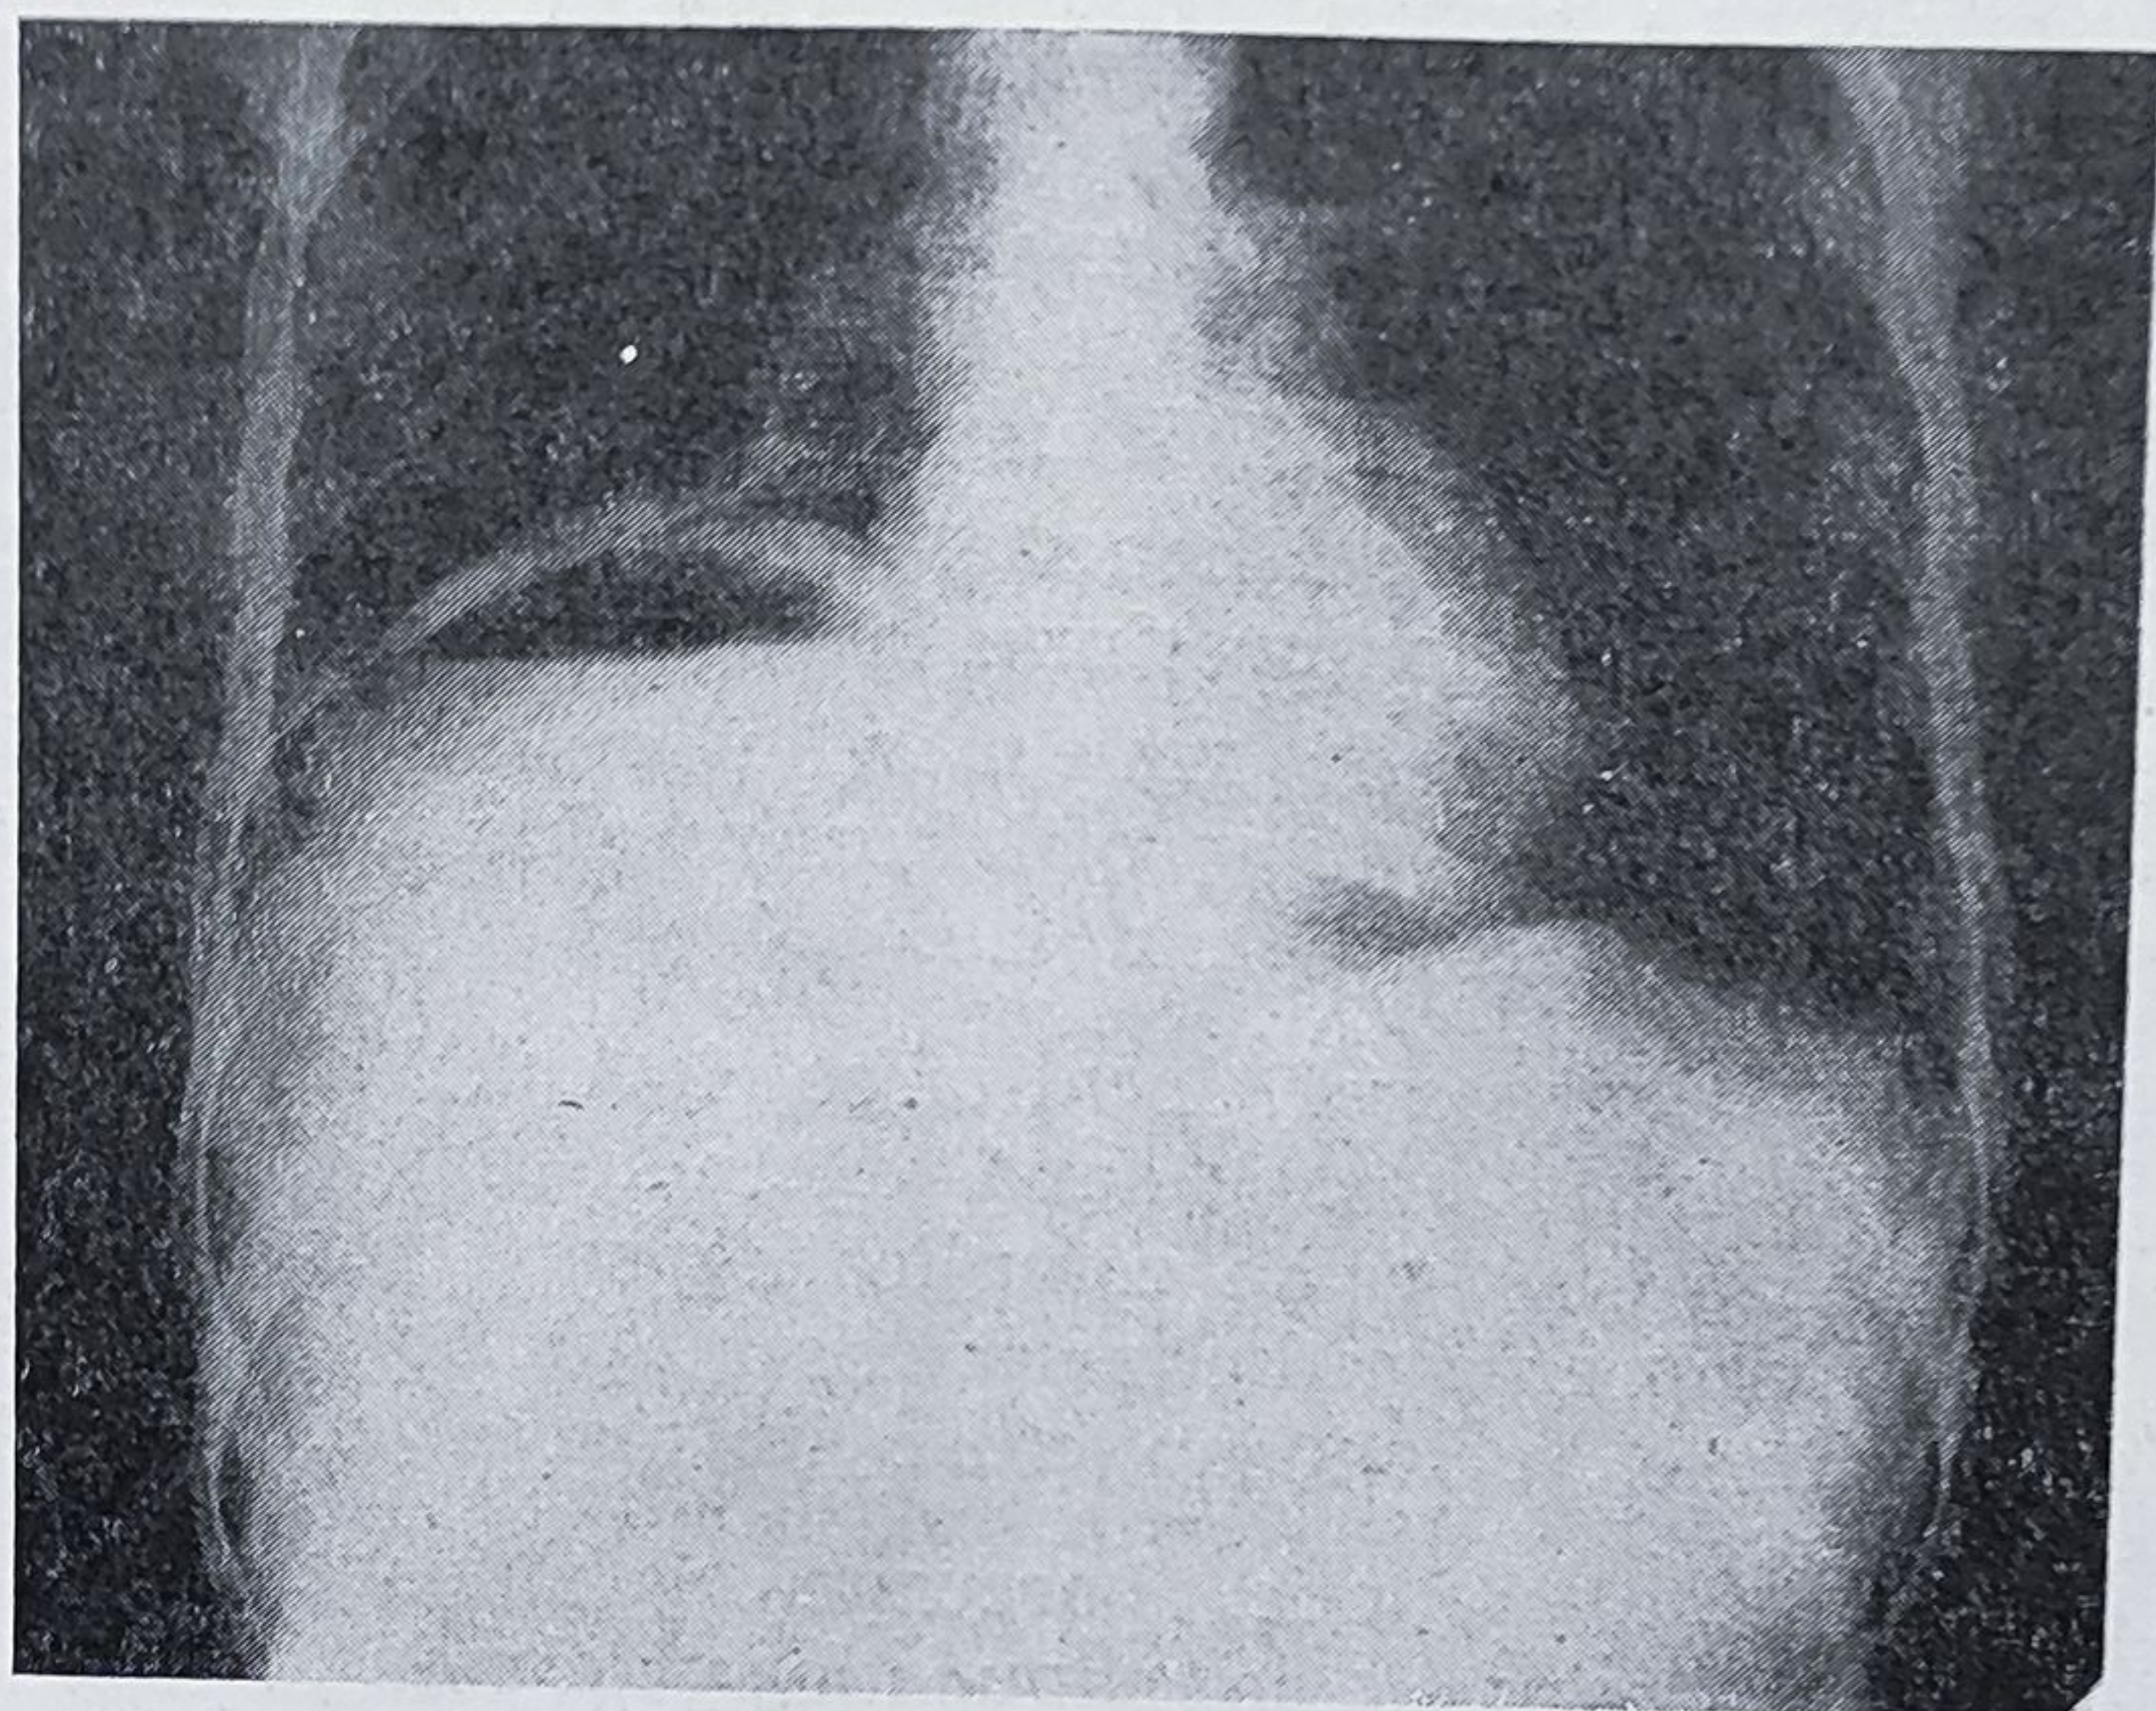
7. — Radiografia într-un abces subfrenic drept care conține aer.
